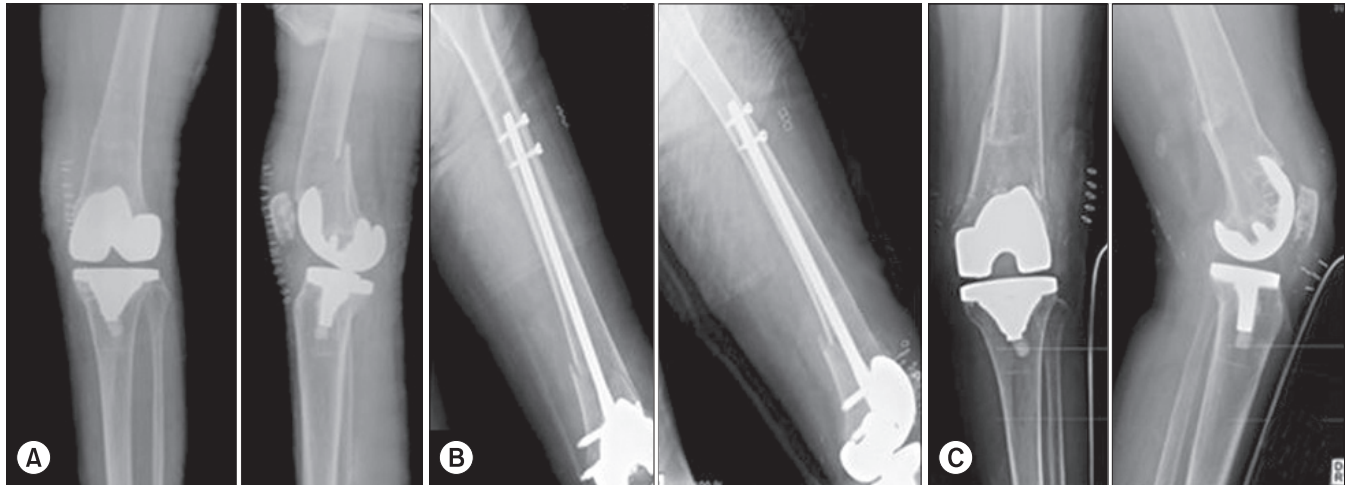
(A) These preoperative radiographs of a 78-year-old female patient shows a Rorabeck type II periprosthetic femoral fracture due to anterior notching. (B) Postoperative radiographs show good reduction of the fracture site using a retrograde intramedullary nail. (C) Fifteen-months follow-up radiographs demonstrate successful bone union with metal removal, but remaining anterior notching and malalignment.
